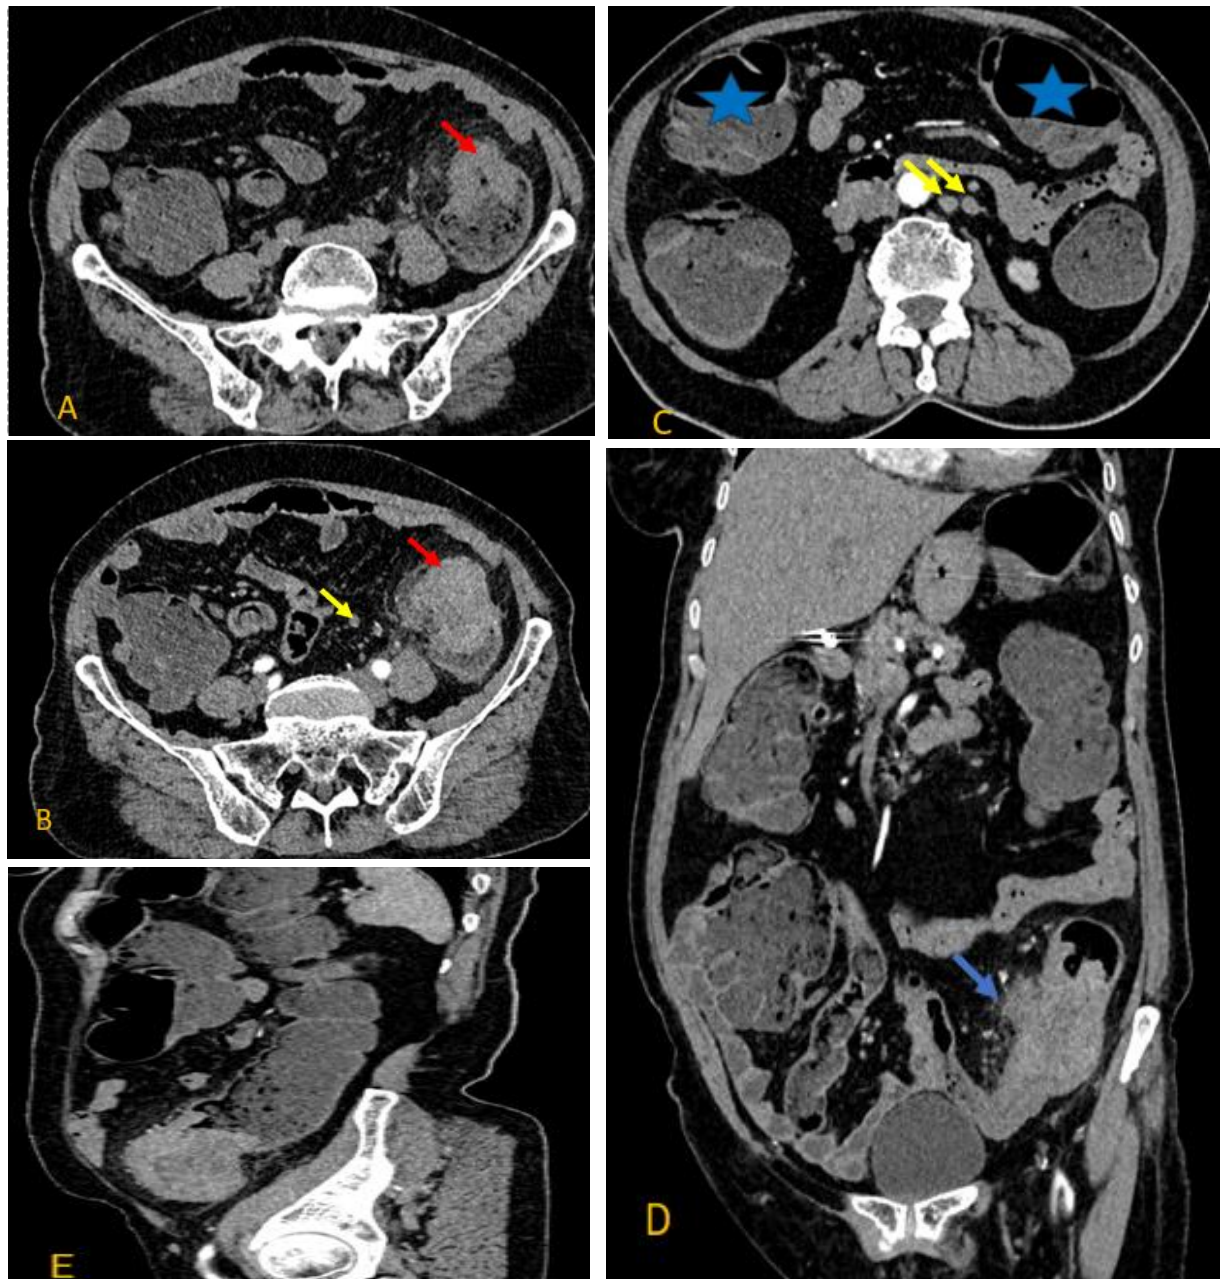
TDM abdominale en coupes axiales sans (A) et avec injection de produit de contraste (B et C) et en coupes coronale (D) et sagittale (E) : épaissement tumoral (adénocarcinome) du colon descendant (flèche rouge), circonférentiel et irrégulier, sténosant avec distension et niveaux hydro-aériques coliques d'amont (étoile bleu) avec infiltration de la graisse péri colique (flèche bleu) et adénopathies du mésocolon et lomboaortiques (flèche jaune).
